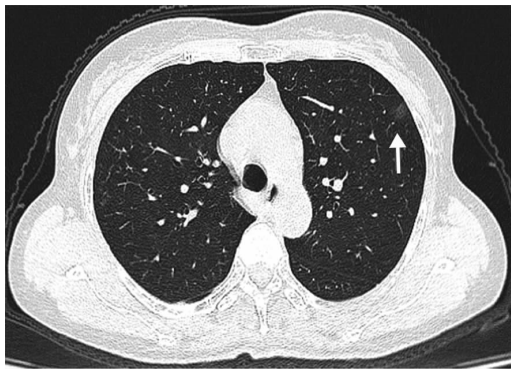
患者,女,61岁,发热、咳嗽5 d,咽拭子 SARS-CoV-2 核酸检测阳性,初查时,仅两上肺外带胸膜下少许小片状影(箭头所示),左上肺病灶 CT 值约 -700 Hu,边界模糊,周围血管纹理形态正常
